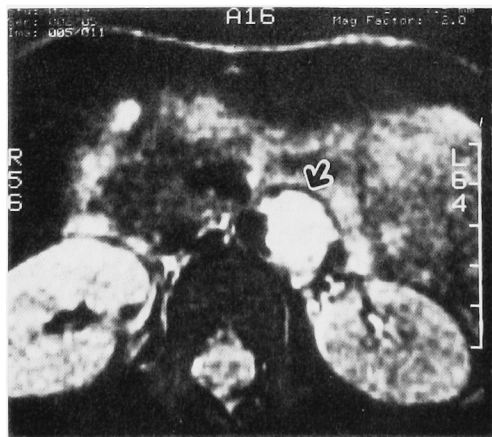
Magnetic resonance T2 weighted image revealing bright extra-adrenal pheochromocytoma (arrow).
